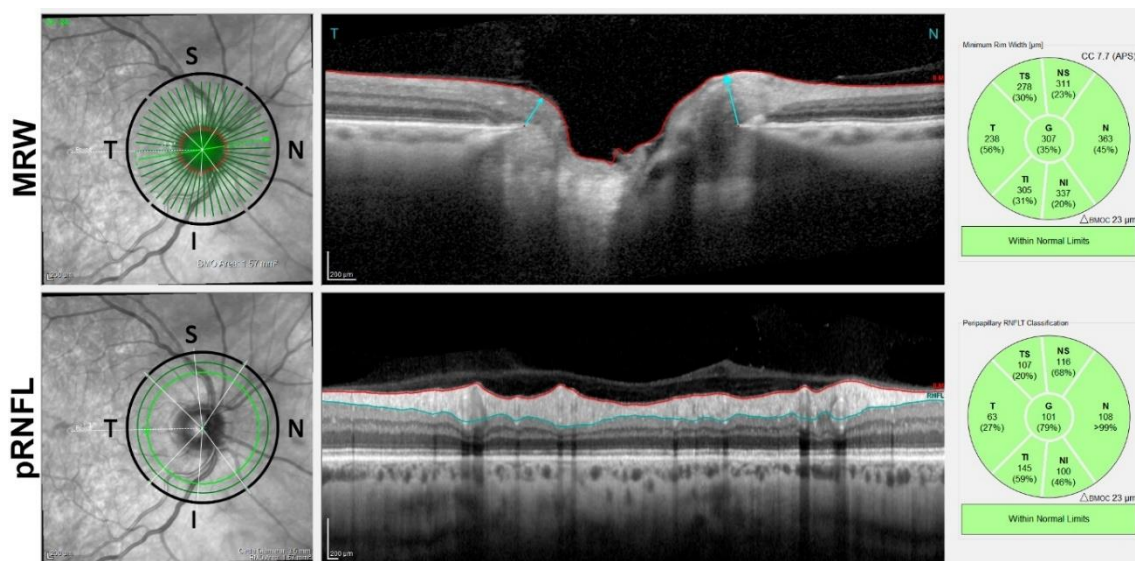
Exemplo das análises da tomografia de coerência óptica do nervo óptico de um participante do estudo 2. Nas figuras
